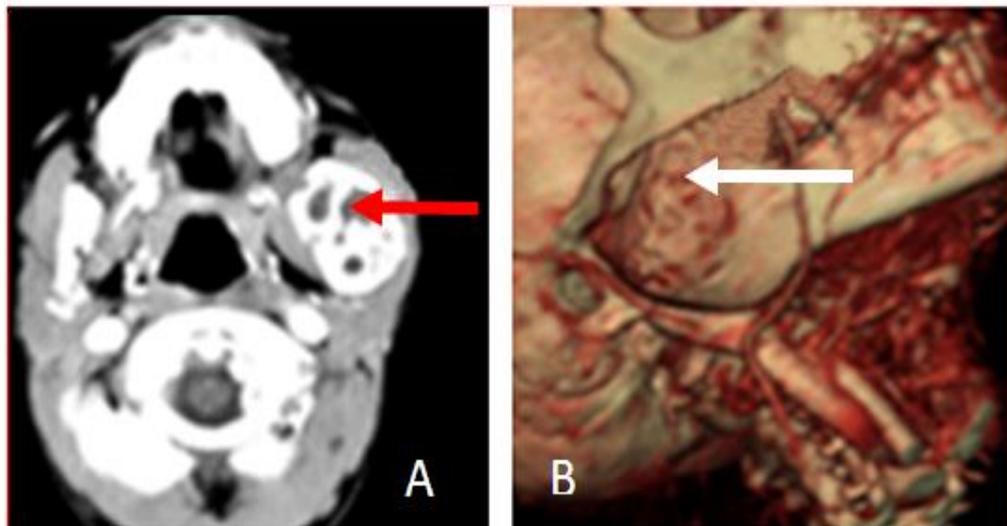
Imágenes de la resonancia magnética nuclear que muestran la localización del quiste óseo aneurismático señalado con las flechas, A. Corte axial. B. Se muestra la lesión en la rama ascendente derecha de la mandíbula en la rama ascendente derecha de la mandíbula en cortes: axial, sagital y coronal.
